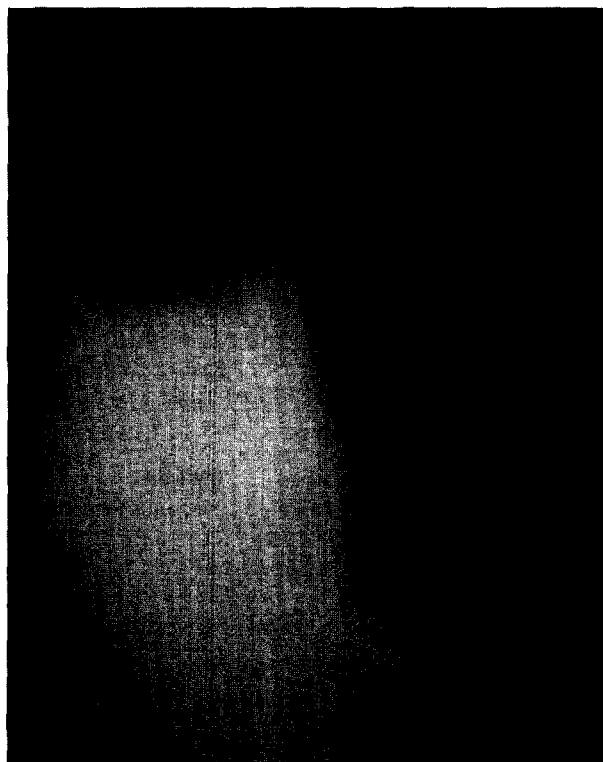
Chest radiograph showed a huge mass in the right hemithorax with pleural effusion.
